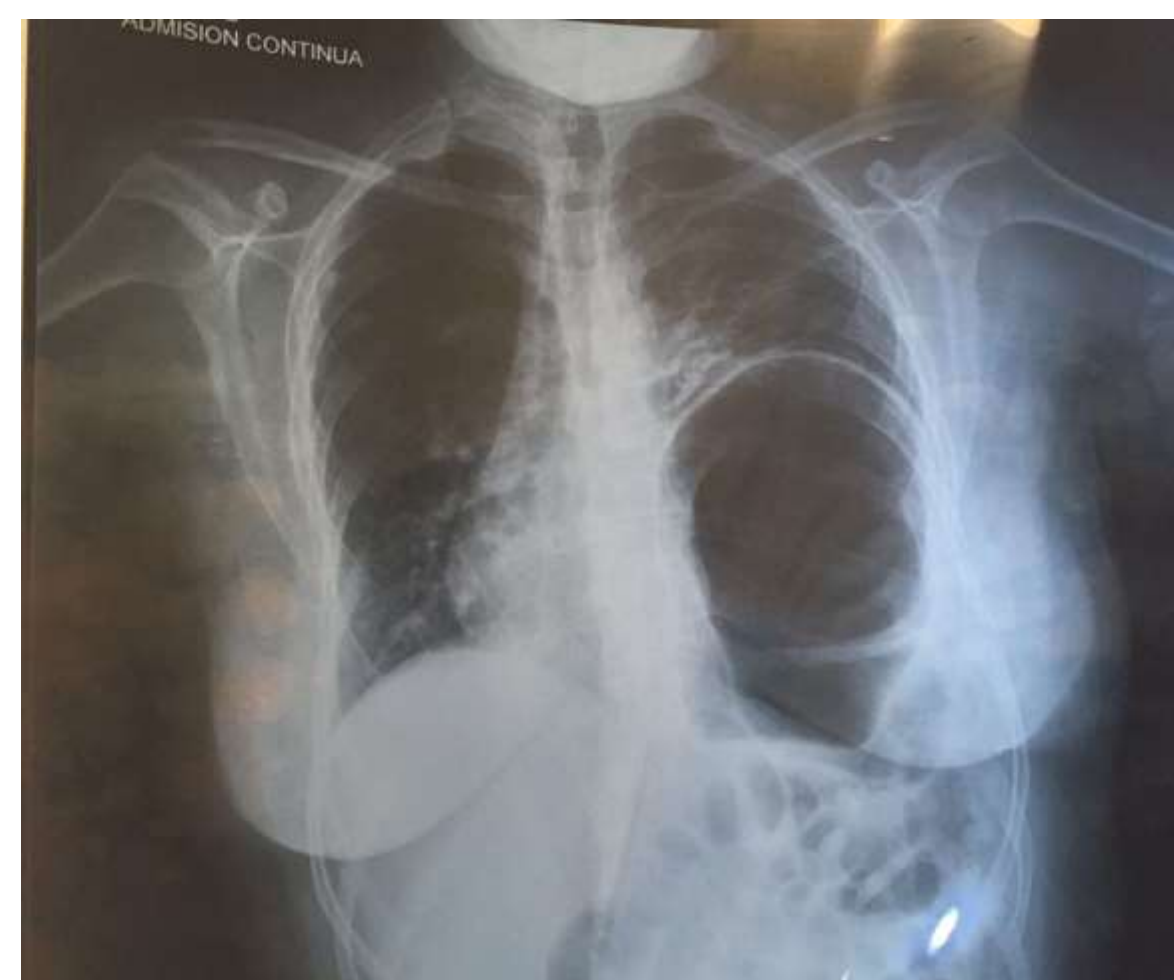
Radiografía de torax AP prequirurgica.
